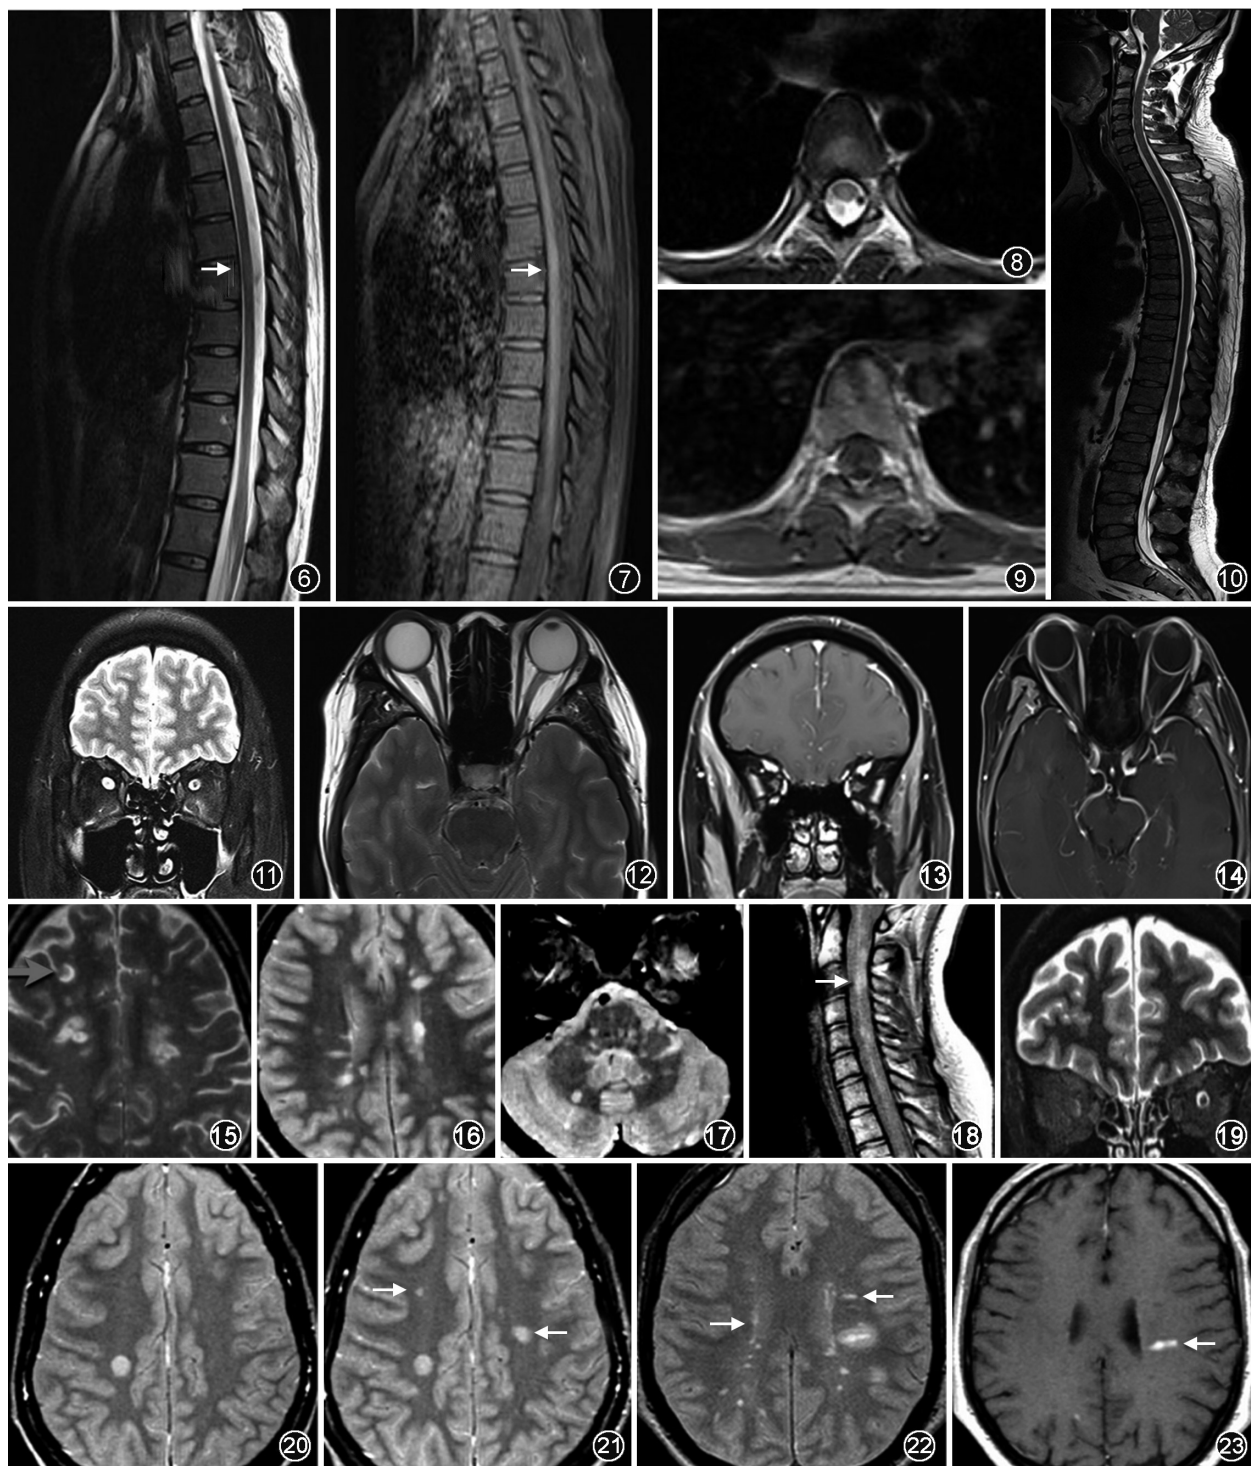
~10 MS 脊髓 MRI 扫描基本序列包括矢状面 T₂WI(图 6, ↑)和 PD-T₂WI(图 7, ↑)、横断面 T₂WI(图 8)和强化后 T₁WI(图 9, 注射对比剂后 5 min 扫描),在有条件的中心推荐全脊髓 MRI 扫描(图 10) 图 11~14 MS 视神经 MRI 扫描基本序列包括垂直于视神经的抑脂 T₂WI(图 11)和平行于视神经的 T₂WI(图 12);强化后的垂直于和平行于视神经的 T₁WI(图 13, 14; 注射对比剂后 5 min) 图 15~19 MS 的 MRI 空间多发性需满足 5 个部位中 2 个部位受累:近皮层(图 15)、脑室旁(图 16)、幕下(图 17)、脊髓(图 18, ↑)和视神经(图 19) 图 20~23 MS 的 MRI 时间多发性需满足:(1)和基线 MRI(图 20)比较在随访中出现 1 个以上新的病灶(图 21, ↑),对于随访时间无特殊要求;(2)在任何时间同时存在不增强(图 22, ↑)和增强病灶(图 23, ↑)
